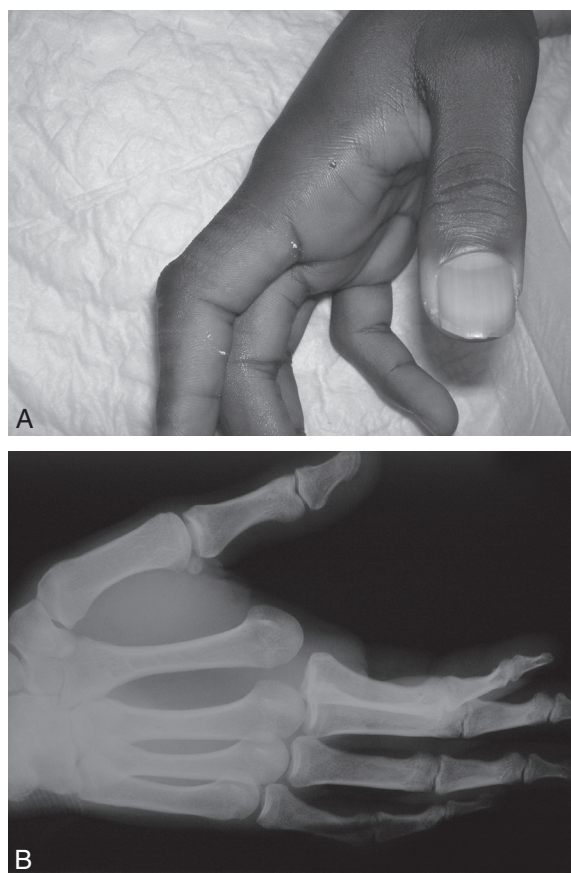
Aspect clinique (A) trompeur d'une luxation postérieure de la MP de l'index. L'hyperextension bloquée doit faire évoquer le diagnostic. Sur les radiographies (B), l'augmentation de l'interligne et l'aspect de rotation de l'index doivent attirer l'attention.
